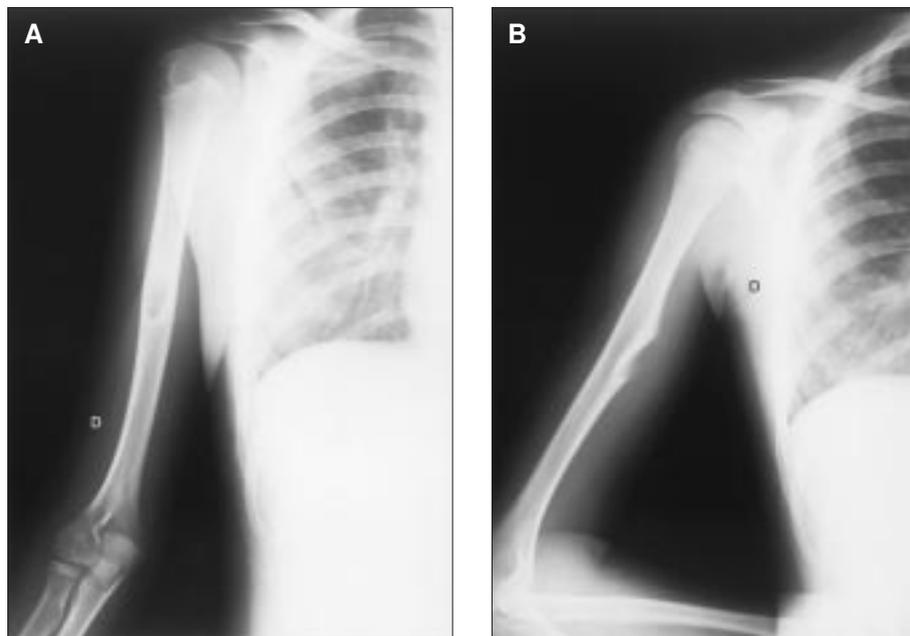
Radiografías A) simple anteroposterior de brazo derecho que muestra imagen erosiva en tercio medio de la diáfisis humeral y B) simple lateral del brazo derecho en la que se observa engrosamiento de la cortical que produce un defecto de continuidad del periostio.
